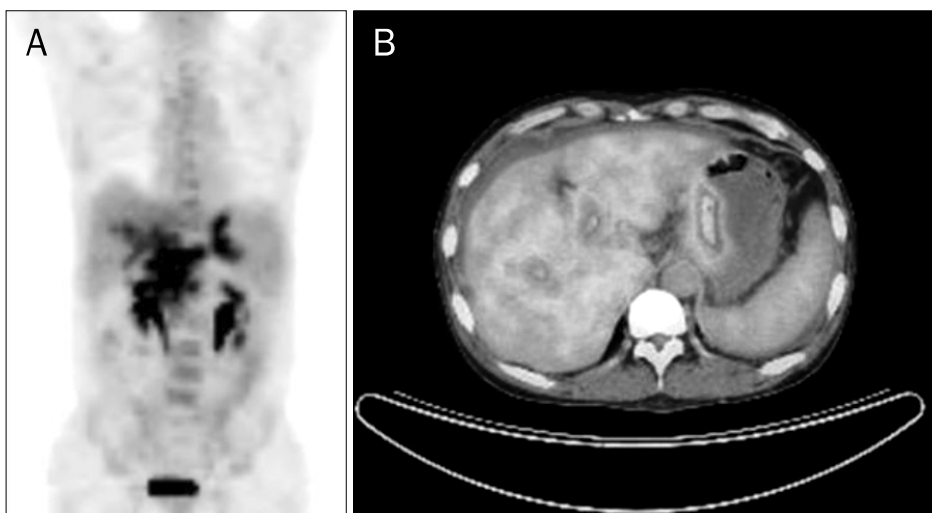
^{18}F -fluorodeoxyglucose (FDG) PET/CT findings. (A) PET and (B) PET/CT images showed an irregular wall thickening with increased FDG uptake (mean standard uptake value of 7.0) at the gastric body. Extensive portal vein thrombosis with increased FDG uptake at the main and intrahepatic portal vein regions suggested tumor thrombus.
